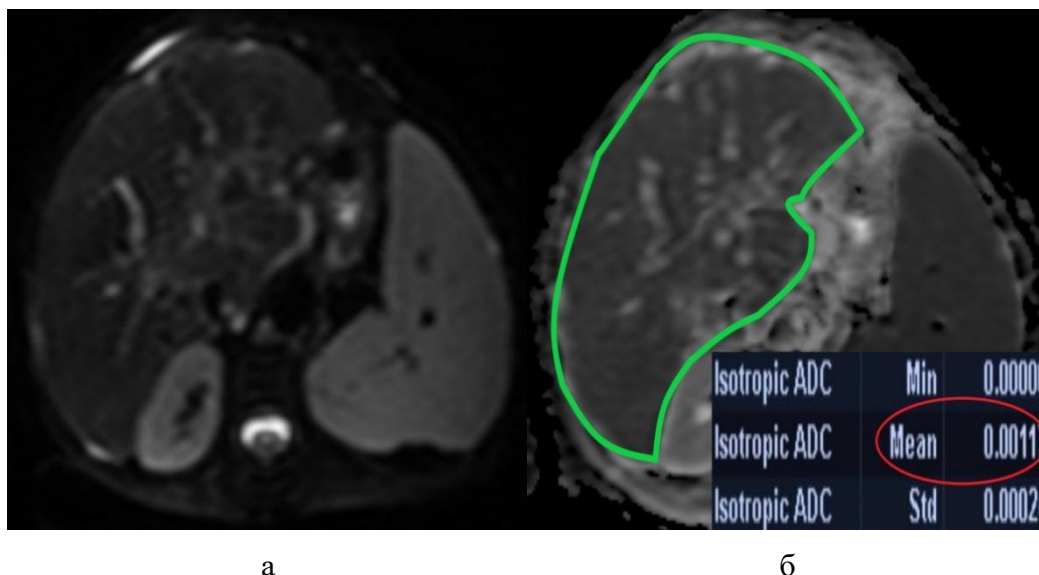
МР-томограммы органов брюшной полости пациента с АБП (цирроз) через 6 месяцев динамического наблюдения, аксиальная проекция: а) ДВИ печени, б-фактор 1000 с/мм<sup>2</sup>, нет ограничения диффузии; б) карта ИКД печени,  $1,17 \times 10^{-3} \text{мм}^2/\text{с}$
